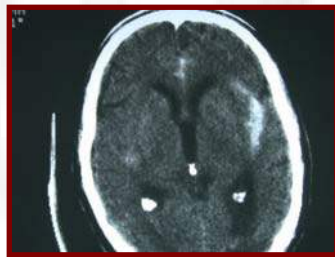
TAC craneal con hemorragia subaracnoidea y en cisterna de Silvio
